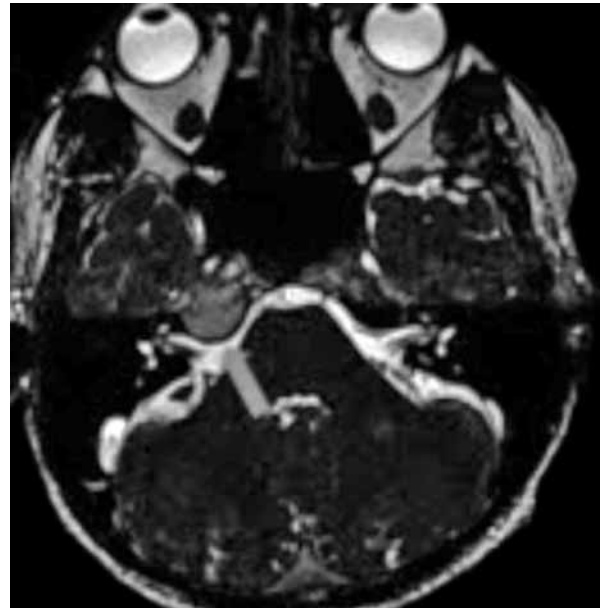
T₁ ağırlıklı aksiyel manyetik rezonans kesitinde sağ petroz apekte beyin parenkimi ile izodens, homojen kitle.
